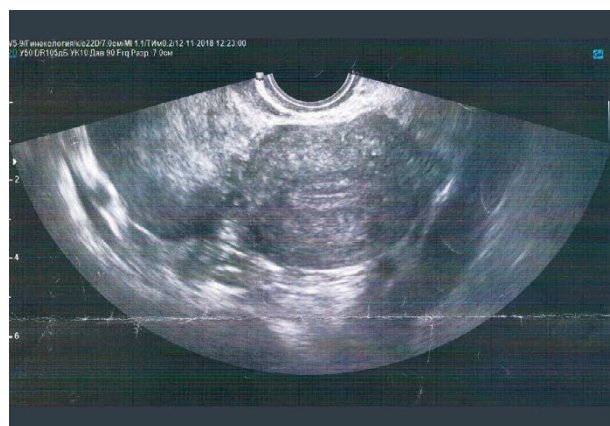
Данные УЗИ органов малого таза – опухоль, расположенная по ребру матки.
